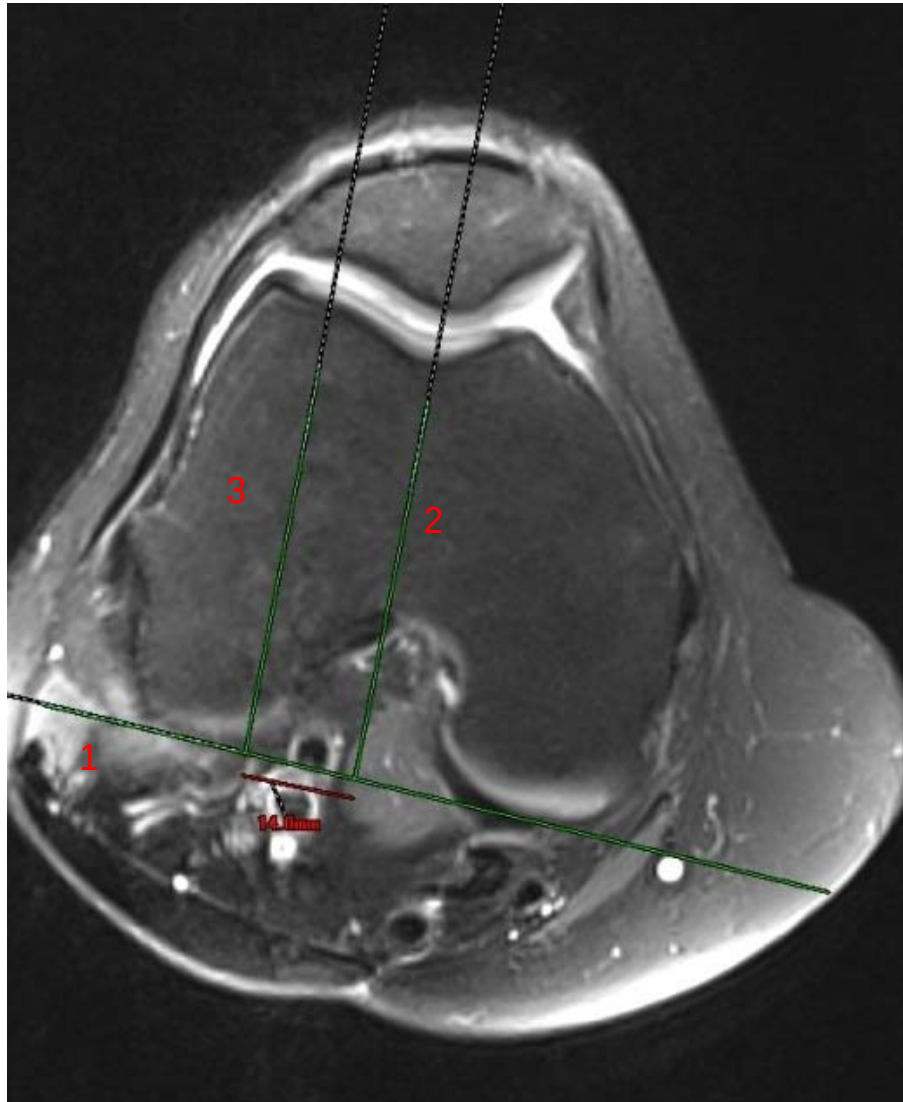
IRM du genou en coupe axiale avec TA-GT = 17,2mm
